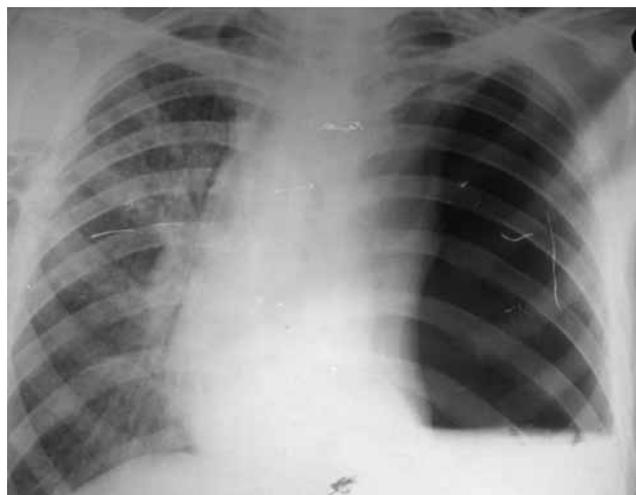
Обзорная рентгенография в прямой проекции органов грудной клетки больного 79 лет при поступлении в клинику
